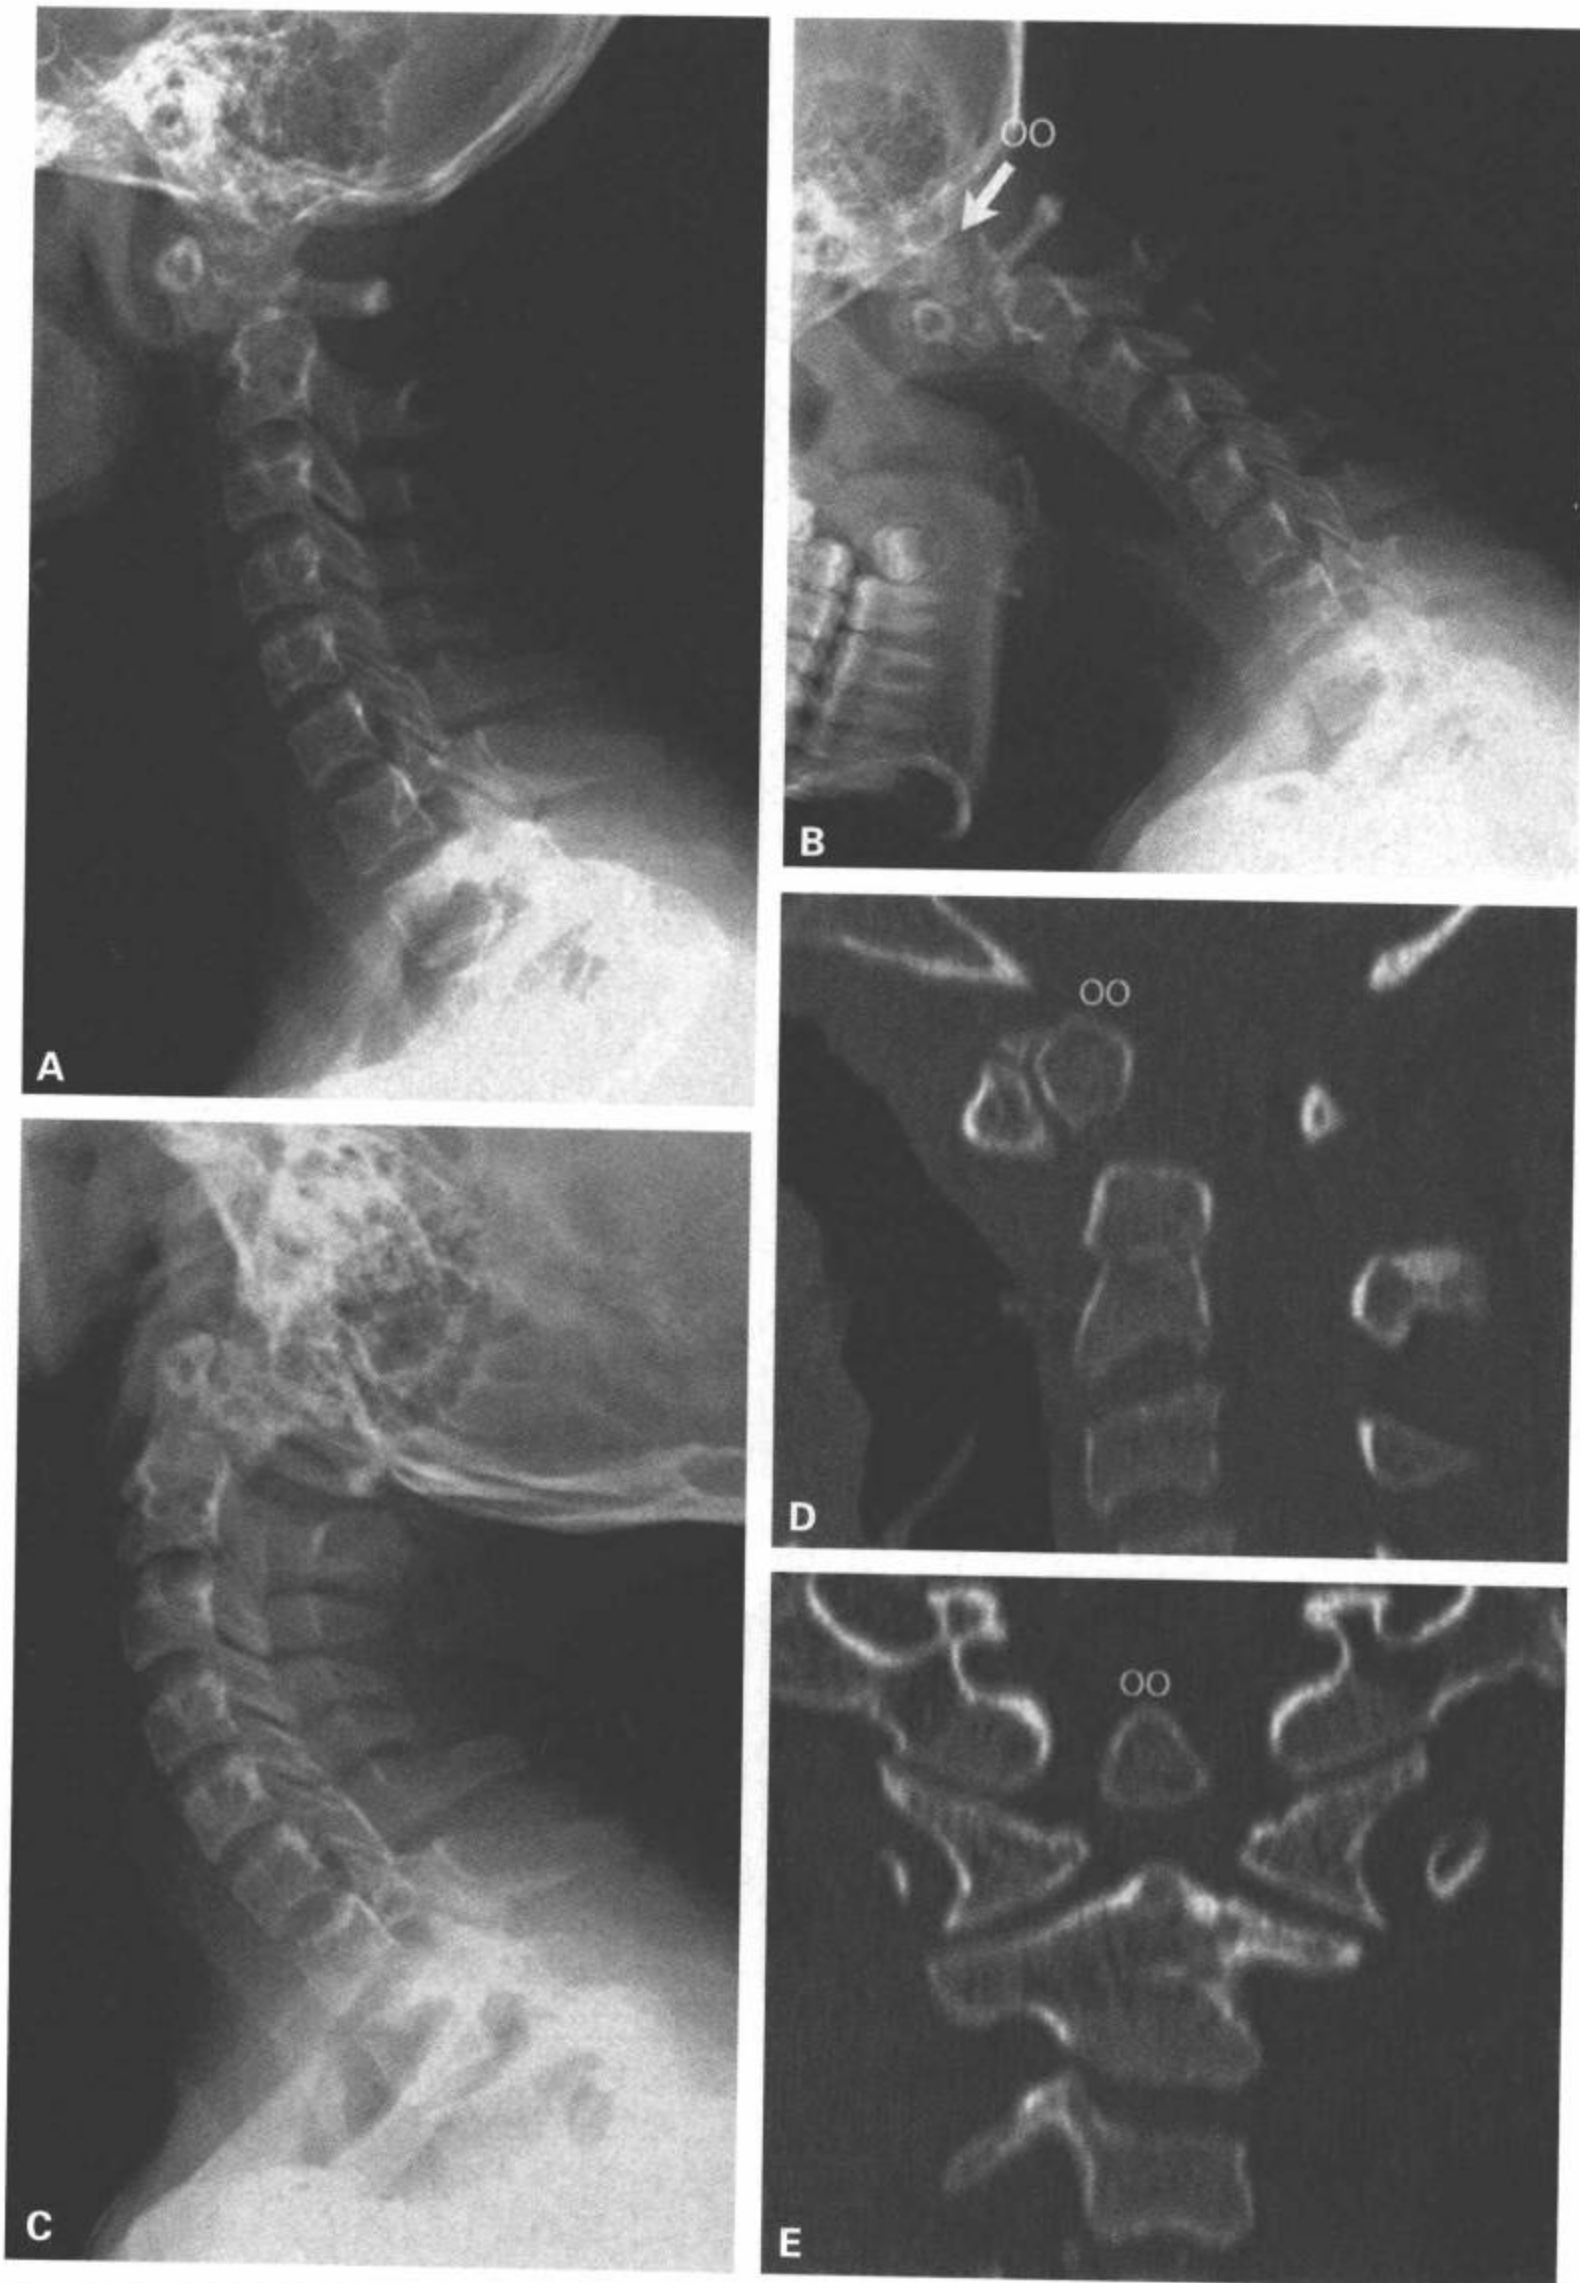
齿突骨伴C1在C2上方半脱位。14.5岁男性，下肢痉挛和C1-C2不稳。颈椎正中位(A)、屈曲(B)和伸展(C)位片显示异常的齿突尖，符合齿突骨(标记oo)。齿突似乎与C1前弓成为一体而移动。矢状面(D)和冠状面(E)CT重组图像肯定了平片的表现，在齿突基底和齿突骨之间有一定的间距，齿突骨与C1前弓关系密切。(续)
